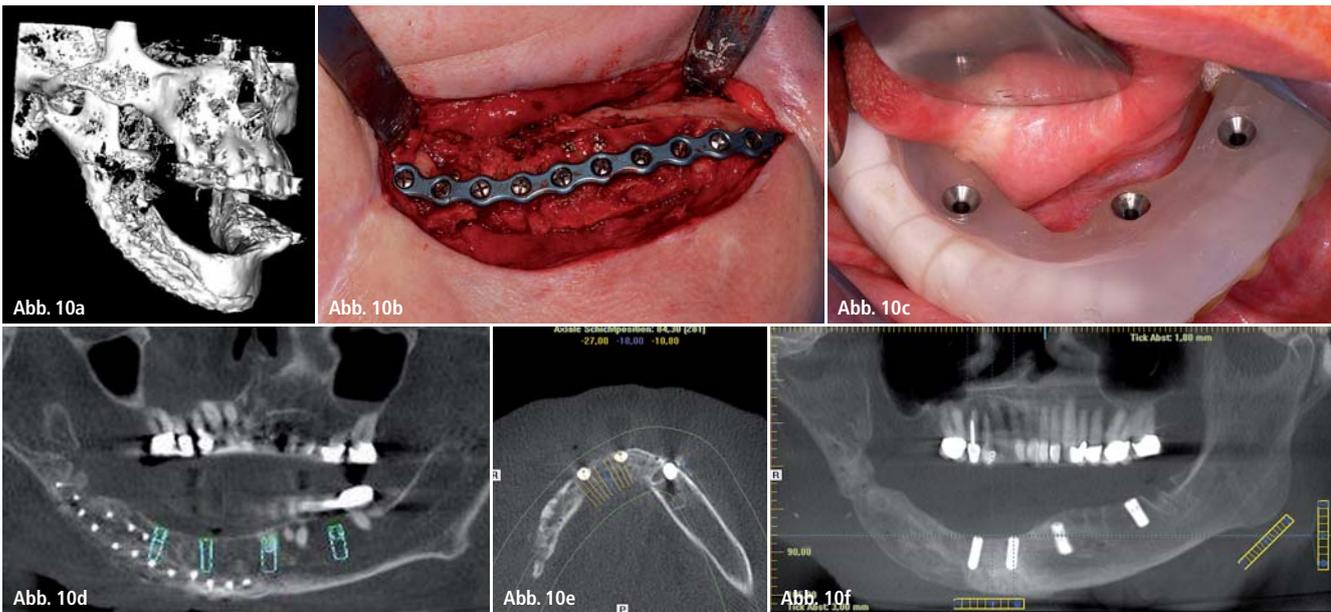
Komplexe implantologische Planung: Zustand nach Plattenepithelkarzinom Unterkiefer, Resektion, Radialislappen und Beckenaugmentation (Seitz/Sader, Frankfurt am Main; Draenert/Wagner, Mainz); a) 3-D-Rekonstruktion der Computertomografie vor Implantation; b) Situs bei Plattenentfernung von extraoral; c und d) coDiagnostix/Dental Wings Bohrschablone und Planung (Draenert/ZTM Duy, Mainz und Wiesbaden); e und f) Postoperative Röntgenkontrolle nach Implantation (Straumann Bone Level).
